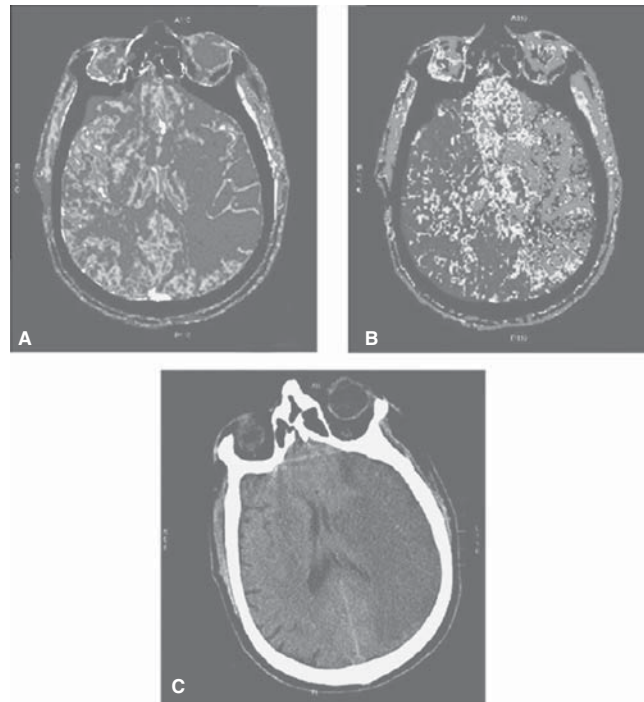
A) Mapa de volumen cerebral sanguíneo que muestra disminución del volumen en el territorio de la arteria cerebral media izquierda. B) Mapa del tiempo de tránsito medio donde se observa una prolongación del tránsito del contraste acoplado a la reducción del volumen cerebral sanguíneo. C) TC cerebral simple mostrando área de infarto final.
